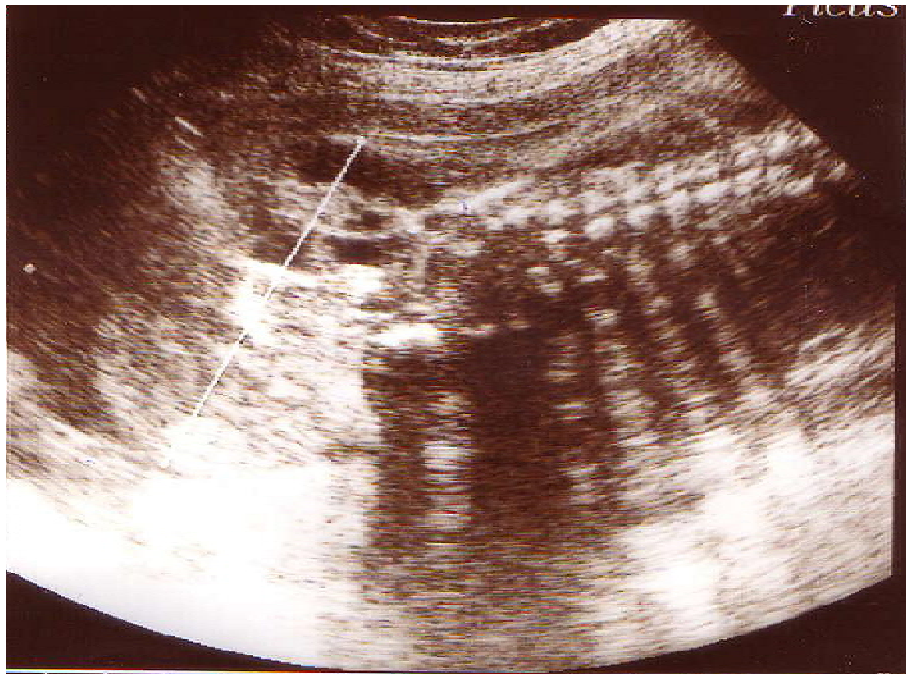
5 cas n°1 : Aspect échographique du TSC extra pelvien à 30 SA à composante mixte solide et kystique, mesurant 68,5 mm de grand axe.
